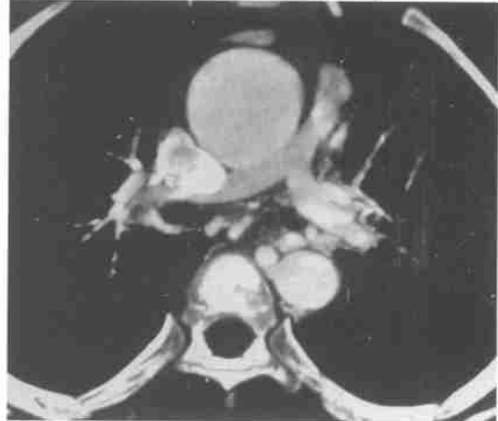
法洛四联症多层螺旋CT扫描，肺动脉主干狭窄，左右肺动脉狭窄
